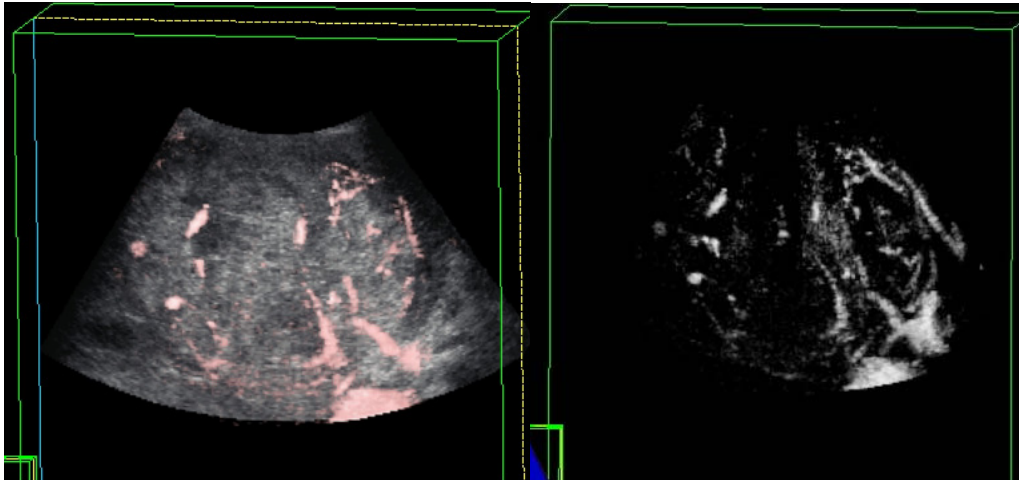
3B Doppler İncelemelerinde İzlenen Akım Paternleri
